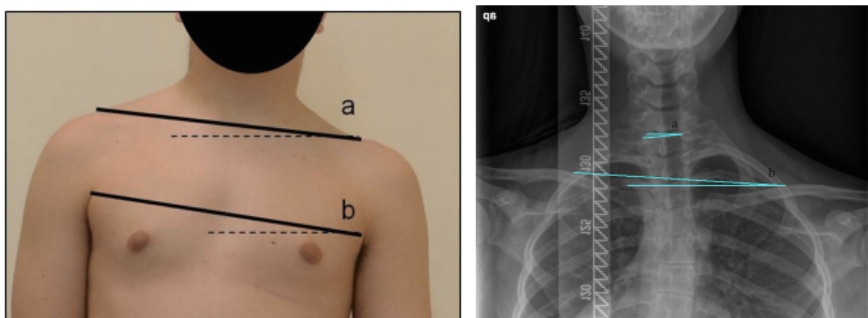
Méthode de mesure clinique et radiographique de l'inclinaison de la ceinture scapulaire, tiré de Matamalas et al (209)
